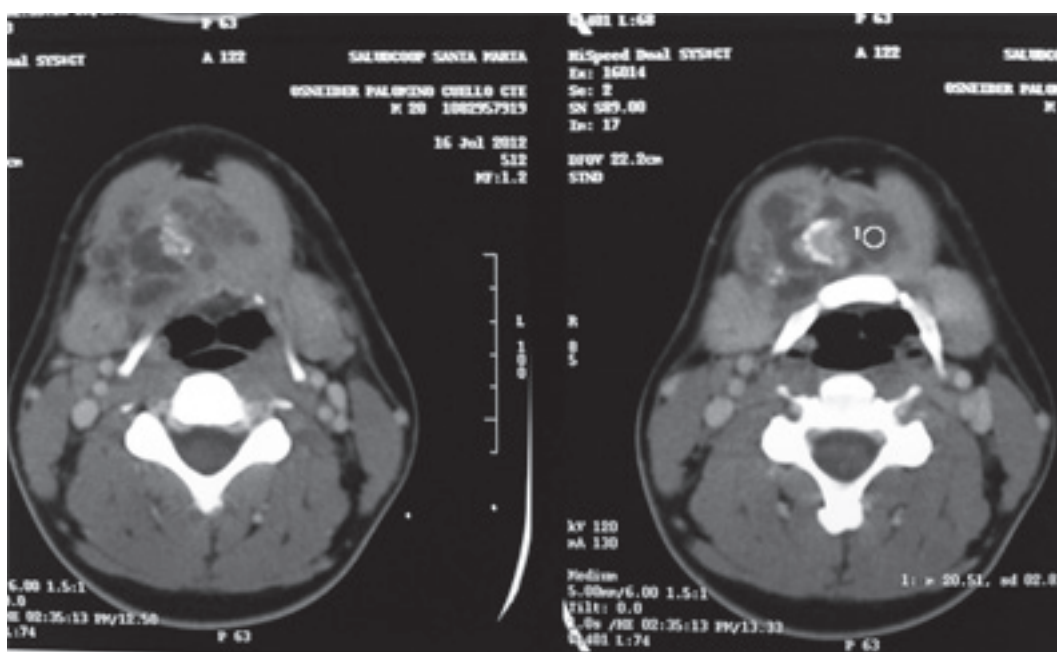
Tomografía de cuello contrastada, corte axial que muestra lesión y calcificaciones en su interior.
